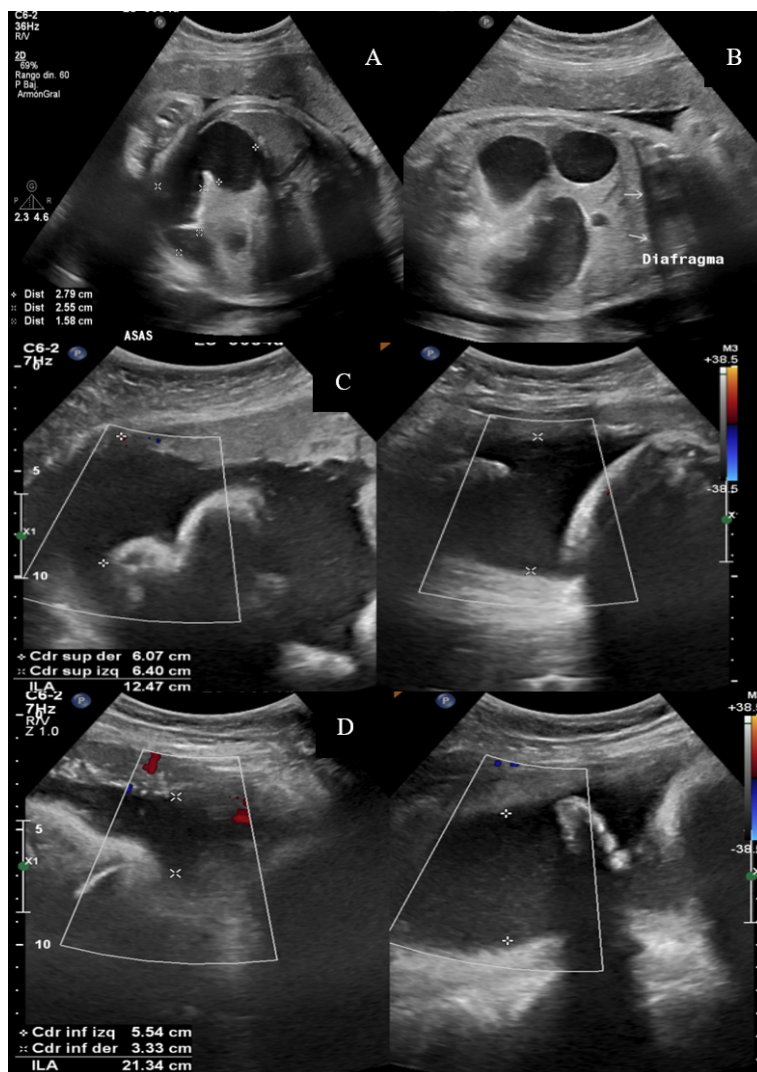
Ultrasonido prenatal a las 36 Semanas de gestación A) Asas yeyunales dilatadas con contenido intestinal de baja ecogenicidad B). Ultrasonido con signo de la triple burbuja. C). Cuantificación del líquido amniótico con la técnica de cuatro cuadrantes, índice de líquido amniótico en el límite superior.
